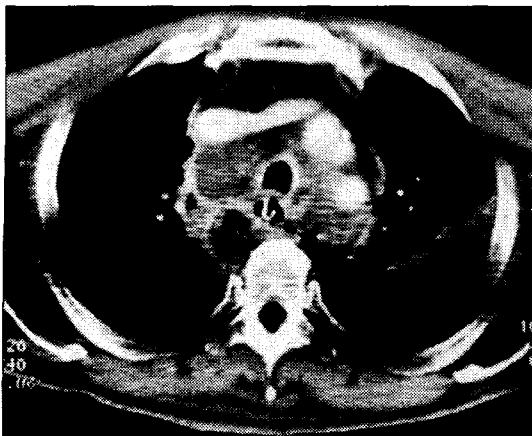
Enhanced CT scan obtained at left brachiocephalic vein level shows extensive fluid collections with small air-bubbles in mediastinum. Also noted are bilateral pleural effusions.
